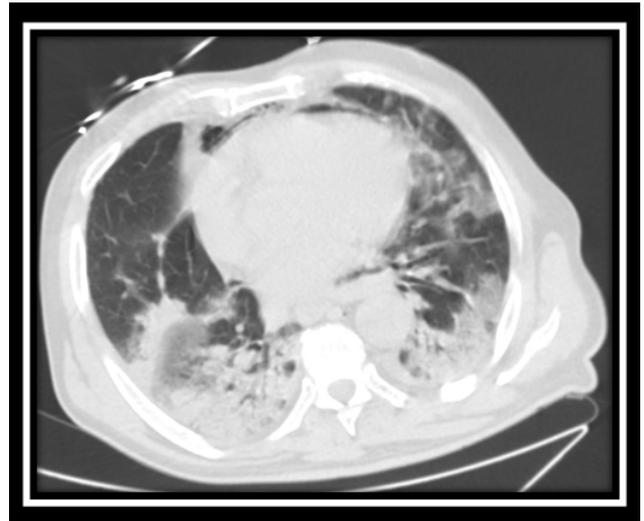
TC de Tórax sin contraste intravenoso en plano axial: ventana pulmón. Consolidaciones con broncograma aéreo de localización en ambas bases y de predominio periférico.
